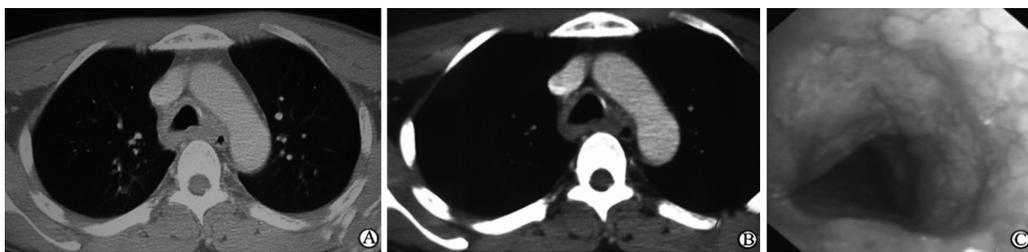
胸部 CT 肺窗、纵隔窗影像及支气管镜下所见
